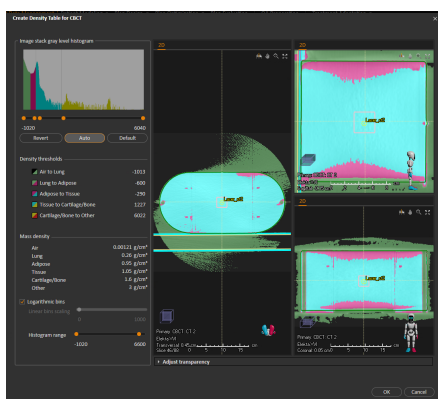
Attribution automatique des densités (CBCT)
